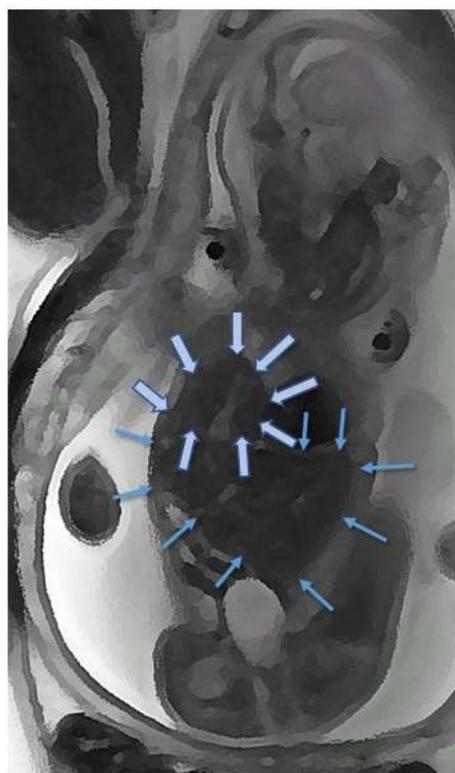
МР-томограмма туловища плода с врожденной диафрагмальной грыжей, представленной частью паренхимы печени, вышедшей в грудную клетку (оконтурена жирными стрелками); находящаяся в брюшной полости плода часть печени оконтурена тонкими стрелками
